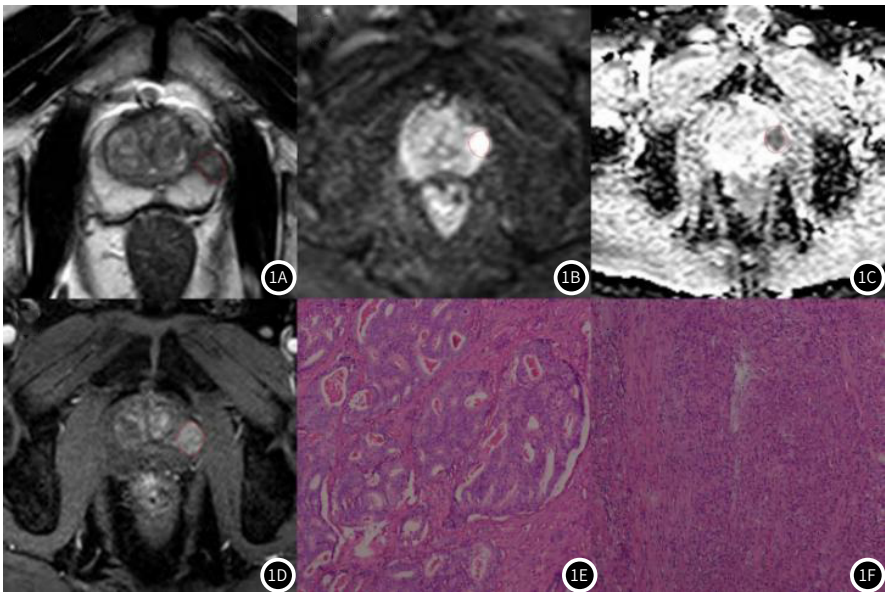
男，66岁，左侧外周带PCa：tPSA为17.38 ng/mL，fPSA为2.86 ng/mL，PV为51.25 mL，PSAD为0.34ng/mL。(1A)横轴位T2WI显示左外周区低信号；(1B)DWI为高信号，弥散受限；(1C)ADC图像为低信号；(1D)DCE图像显示明显强化；(1E)前列腺切除标本的苏木精和伊红切片(HE×200)：病变具有代表性的筛状形态；(1F)前列腺切除标本中的苏木精和伊红切片(HE×200)：腺泡融合成片状。在相应的MRI图像上用实线勾勒出病变。
